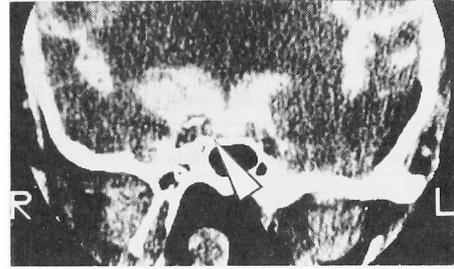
Metrizamide CTトルコ鞍部coronal section. 矢印には圧排された下垂体が認められる。
